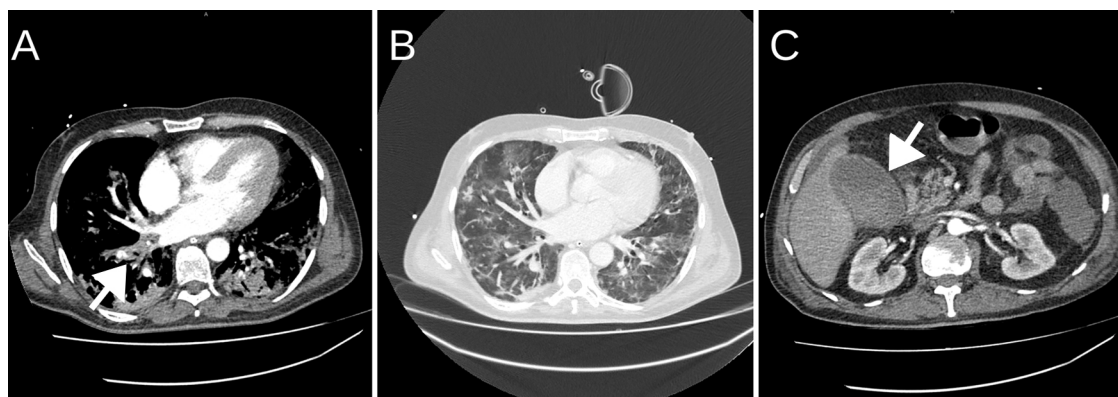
Angio-TAC tóraco-abdominal con contraste. En imagen A se evidencia defecto de repleción en arteria principal derecha (marcado con una flecha), en imagen B se aprecian infiltrados pulmonares bilaterales y colecistitis aguda no complicada (marcado con una flecha en imagen C).
